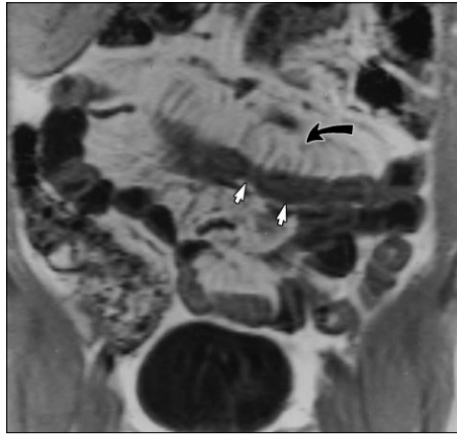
Photographie d'une IRM montrant un épaississement anormal de la paroi de l'intestin grêle (flèches blanches et noire) chez un patient atteint d'une maladie de Crohn (49).
